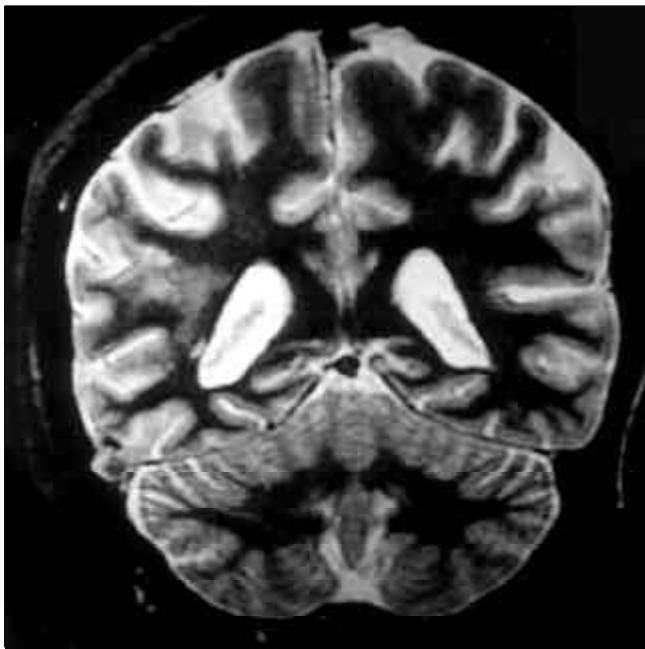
Infarto laminar parietal derecho objetivado en RM, modo T₂, proyección coronal.
